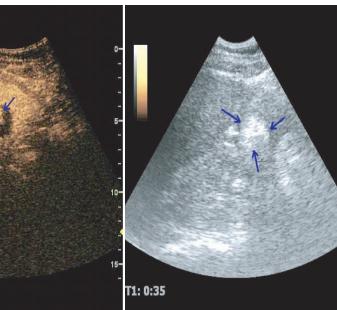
同图1患者,超声造影引导下注入无水乙醇后,目标区域回声增强(箭头示)
